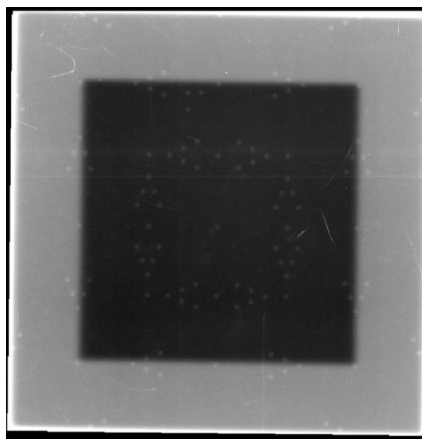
Exemple d'un film radiographique
